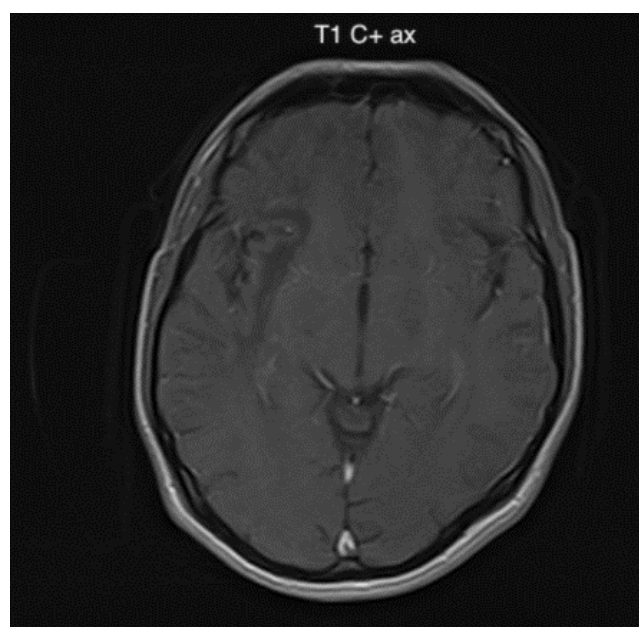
Imagen de resonancia magnética cerebral contrastada corte axial en secuencia T1 al mismo nivel de la figura 3B: Lesiones hipointensas de extenso compromiso de la sustancia blanca subcortical difusa de predominio derecho. No genera efecto de masa ni realce con el medio de contraste.
